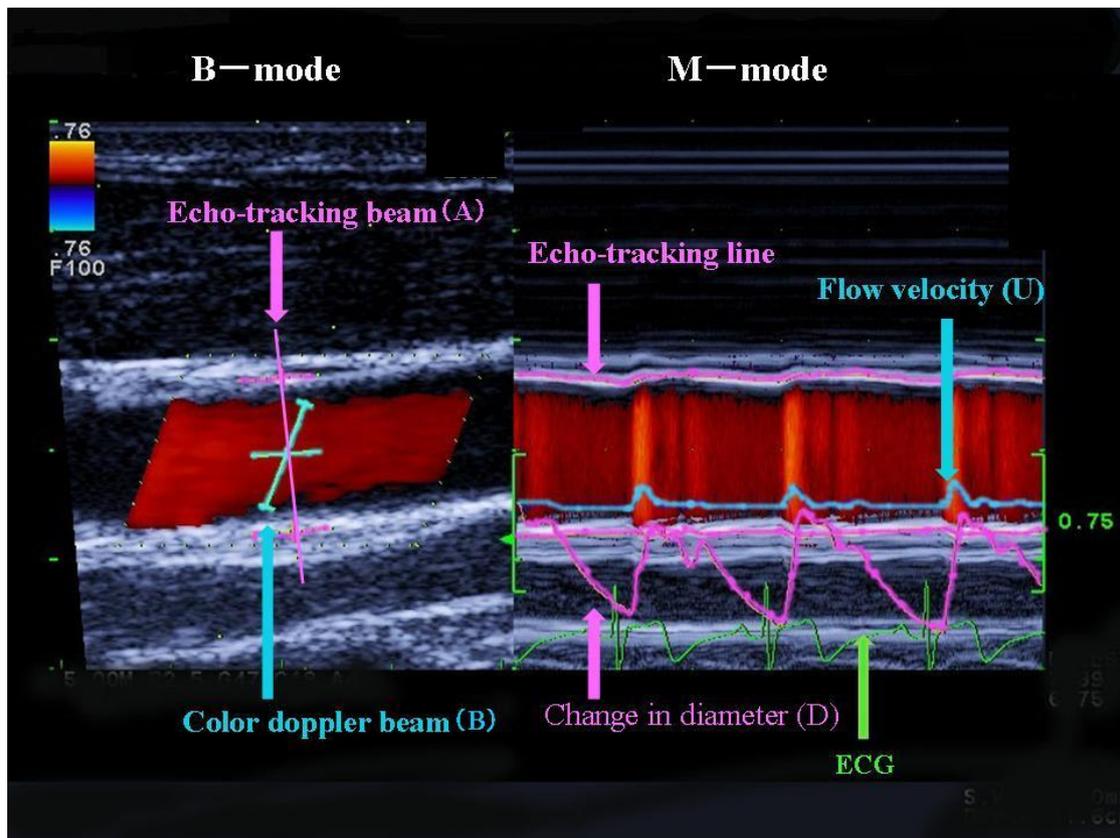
直径変化波形と血流速度の同時計測画面. 左: 総頸動脈の長軸断層像. カラー Doppler / Bモード画面. ラインAはエコーtrackingビーム, ラインBはカラー Dopplerビーム. ラインA上で血管壁の外膜上にtracking位置を設定, ラインBを血管直径の80%以上のように設定すると, 自動的に計測を開始する. 右: Mモード画面. 直径変化波形は遠位血管壁から近位血管壁までの距離を差し引いた値である. 血流速度波形もMモード画面上に描出される.
